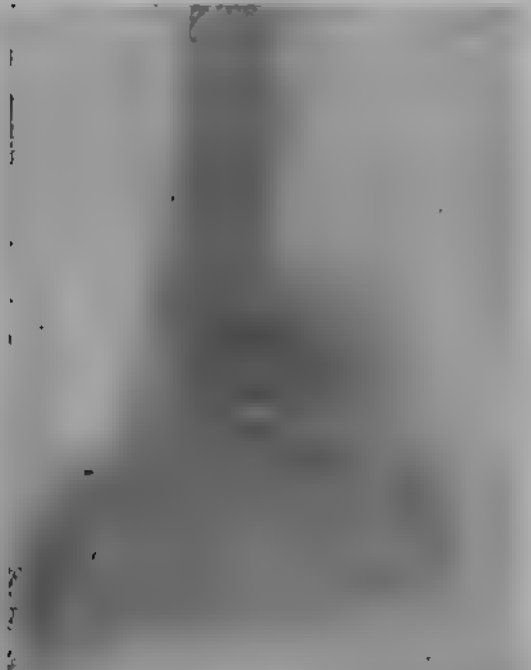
Рентгенограмма стопы после артротомии и артротомии.
